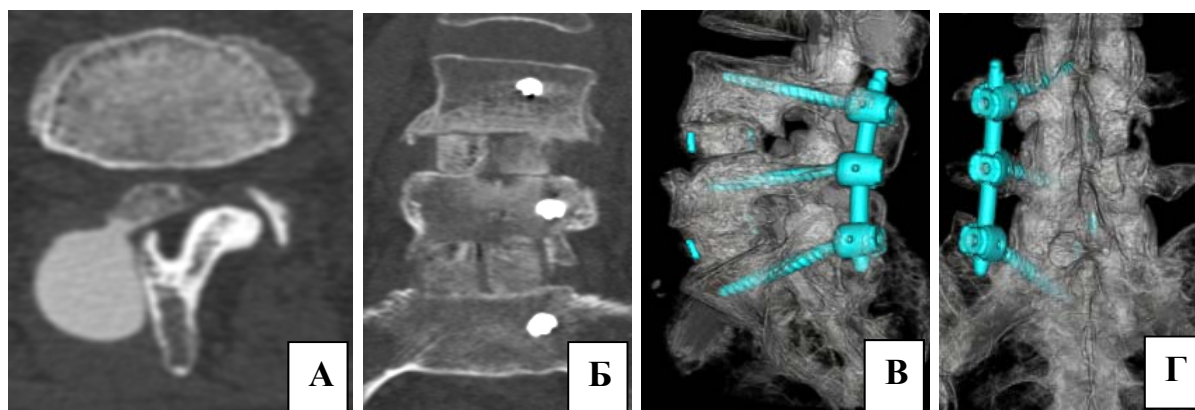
Техническое решение при ликворее и псевдоменингоцеле: результаты КТ-МГ до ревизионного вмешательства (А), КТ после ревизионного вмешательства во фронтальной плоскости (Б), КТ 3D реконструкция после ревизионного вмешательства (В), КТ 3D реконструкция после ревизионного вмешательства (Г)
